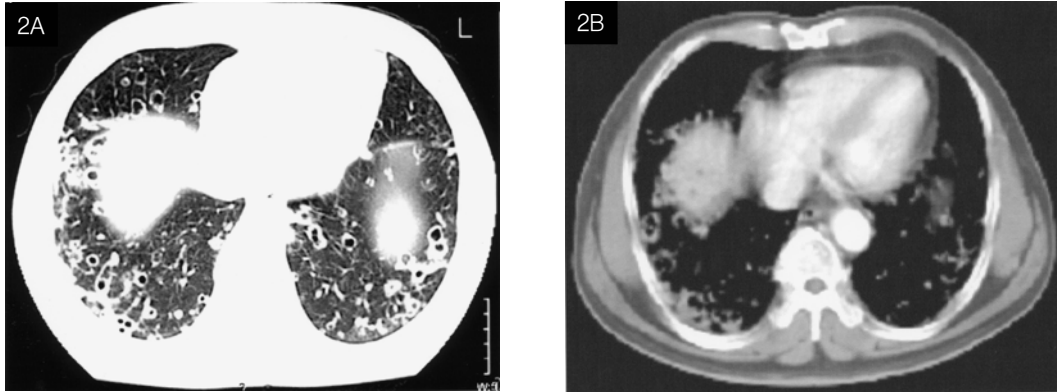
Chest computed tomography showed numerous thick-walled cavitations on the sub-pleural region of the lower lung field.
